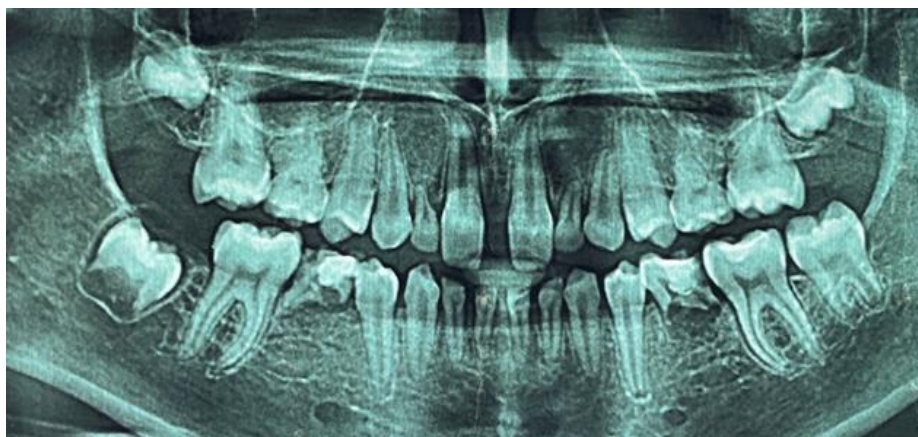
Ортопантомограмма пациентки С. Олигодентия 1.5, 1.3, 1.2, 2.2, 2.3, 2.5, 3.5, 3.3 – 4.3, 4.5
